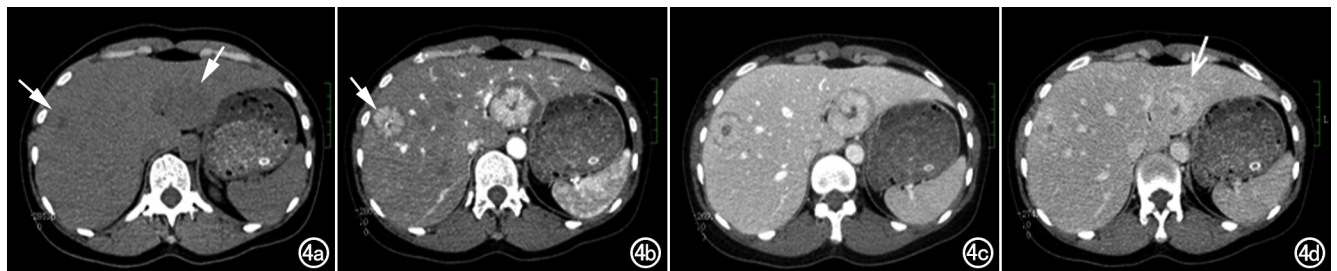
女,47 岁,瘢痕 FNH。a) CT 平扫期示肝左、右叶病灶均呈略低密度,中央瘢痕区密度更低;b) 动脉期示病灶中央部分除瘢痕区外可见明显强化,病灶外缘呈低密度,肝右叶病灶中央可见供血动脉显示(箭);c) 门脉期示病灶强化范围由中央向外周扩大;d) 平衡期示病灶强化减退,呈等-稍高密度,中央瘢痕区密度较前增高,低密度区范围缩小,肝左叶病灶边缘隐约可见假包膜(箭)。
